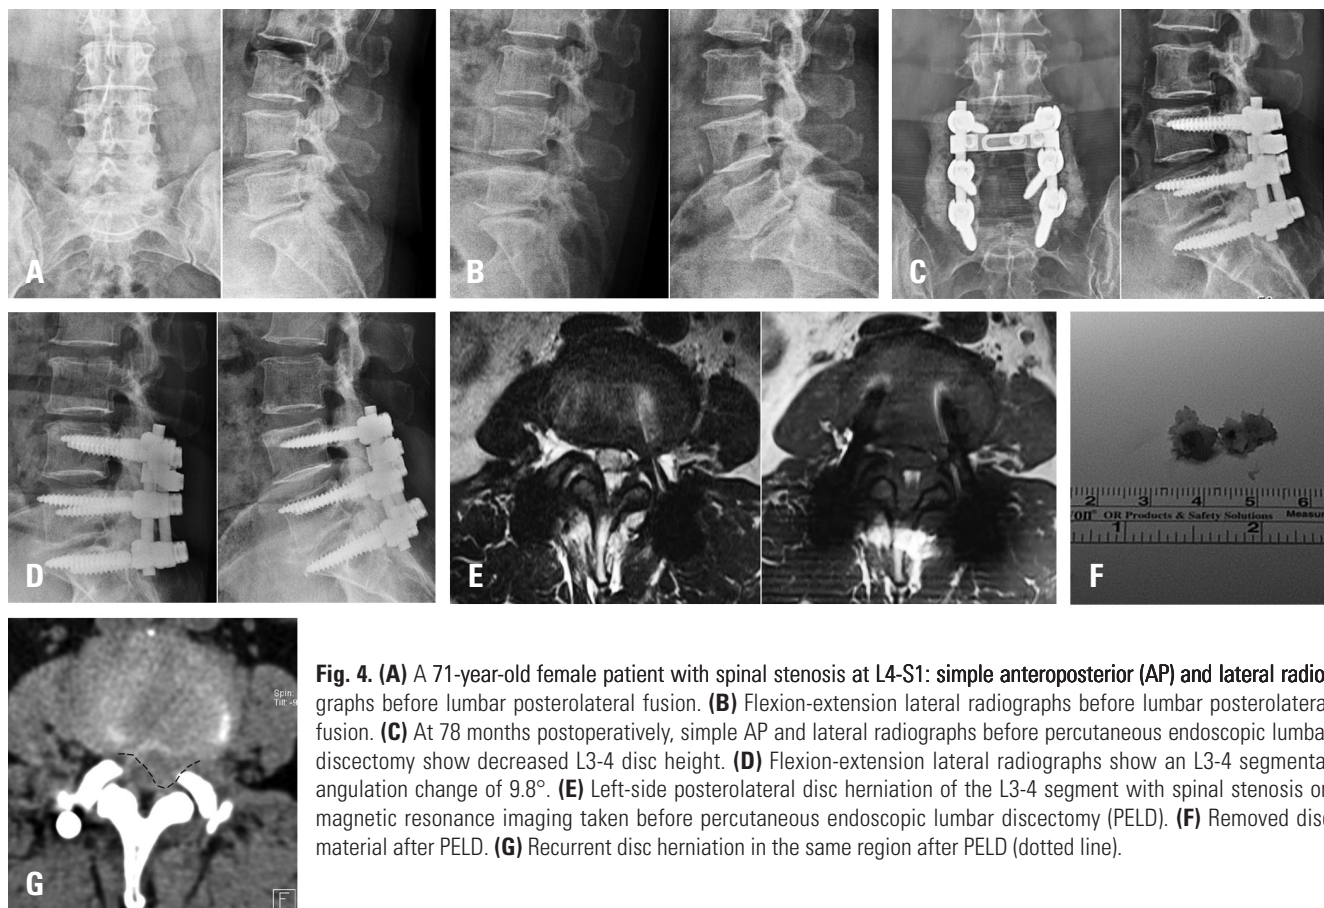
(A) A 71-year-old female patient with spinal stenosis at L4-S1: simple anteroposterior (AP) and lateral radiographs before lumbar posterolateral fusion. (B) Flexion-extension lateral radiographs before lumbar posterolateral fusion. (C) At 78 months postoperatively, simple AP and lateral radiographs before percutaneous endoscopic lumbar discectomy show decreased L3-4 disc height. (D) Flexion-extension lateral radiographs show an L3-4 segmental angulation change of 9.8°. (E) Left-side posterolateral disc herniation of the L3-4 segment with spinal stenosis on magnetic resonance imaging taken before percutaneous endoscopic lumbar discectomy (PELD). (F) Removed disc material after PELD. (G) Recurrent disc herniation in the same region after PELD (dotted line).
